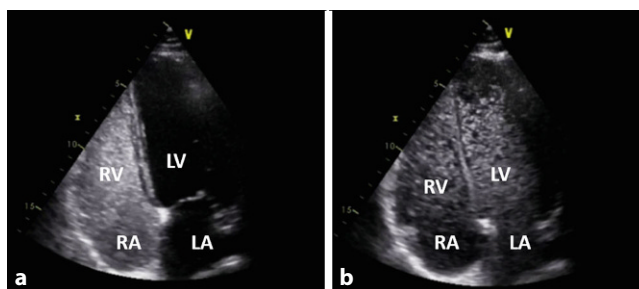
▲ Patientin mit Leberzirrhose mit in der klinischen Untersuchung festgestellten Trommelschlegelfingern, Angabe einer ausgeprägten Belastungsdyspnoe (WHO-FC [funktionelle Klasse laut Weltgesundheitsorganisation] III) und einem p_aO_2 in Ruhe bei 45 mm Hg, Kontrastechokardiographie: Bestätigung des Verdachts auf das Vorliegen eines hepatopulmonalen Syndroms, a im rechten Herzen anflutendes Kontrastmittel; b ausgeprägter Kontrastmittelübertritt in die linken Herzhöhlen nach 3 Herzschlägen, LA linkes Atrium, LV linker Ventrikel, RA rechtes Atrium, RV rechter Ventrikel
